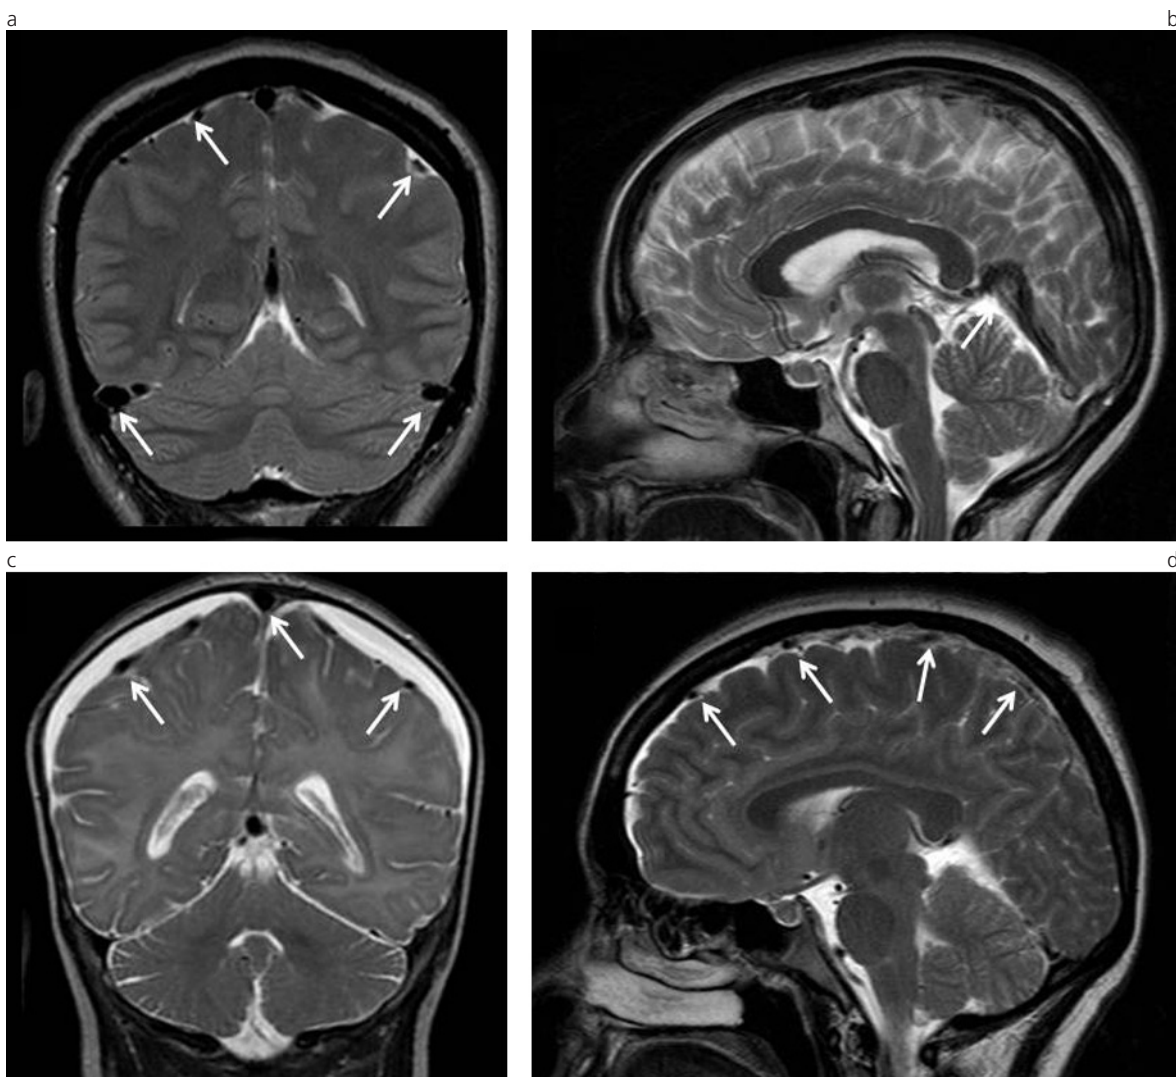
Dilatación de los senos venosos duros, la vena de Galeno y las venas puente. (a) RM en ponderación T2, plano coronal. (b) RM en ponderación T2, plano sagital. (c) RM en ponderación T2, plano coronal de paciente pediátrico. (d) RM en ponderación T2, plano sagital.
